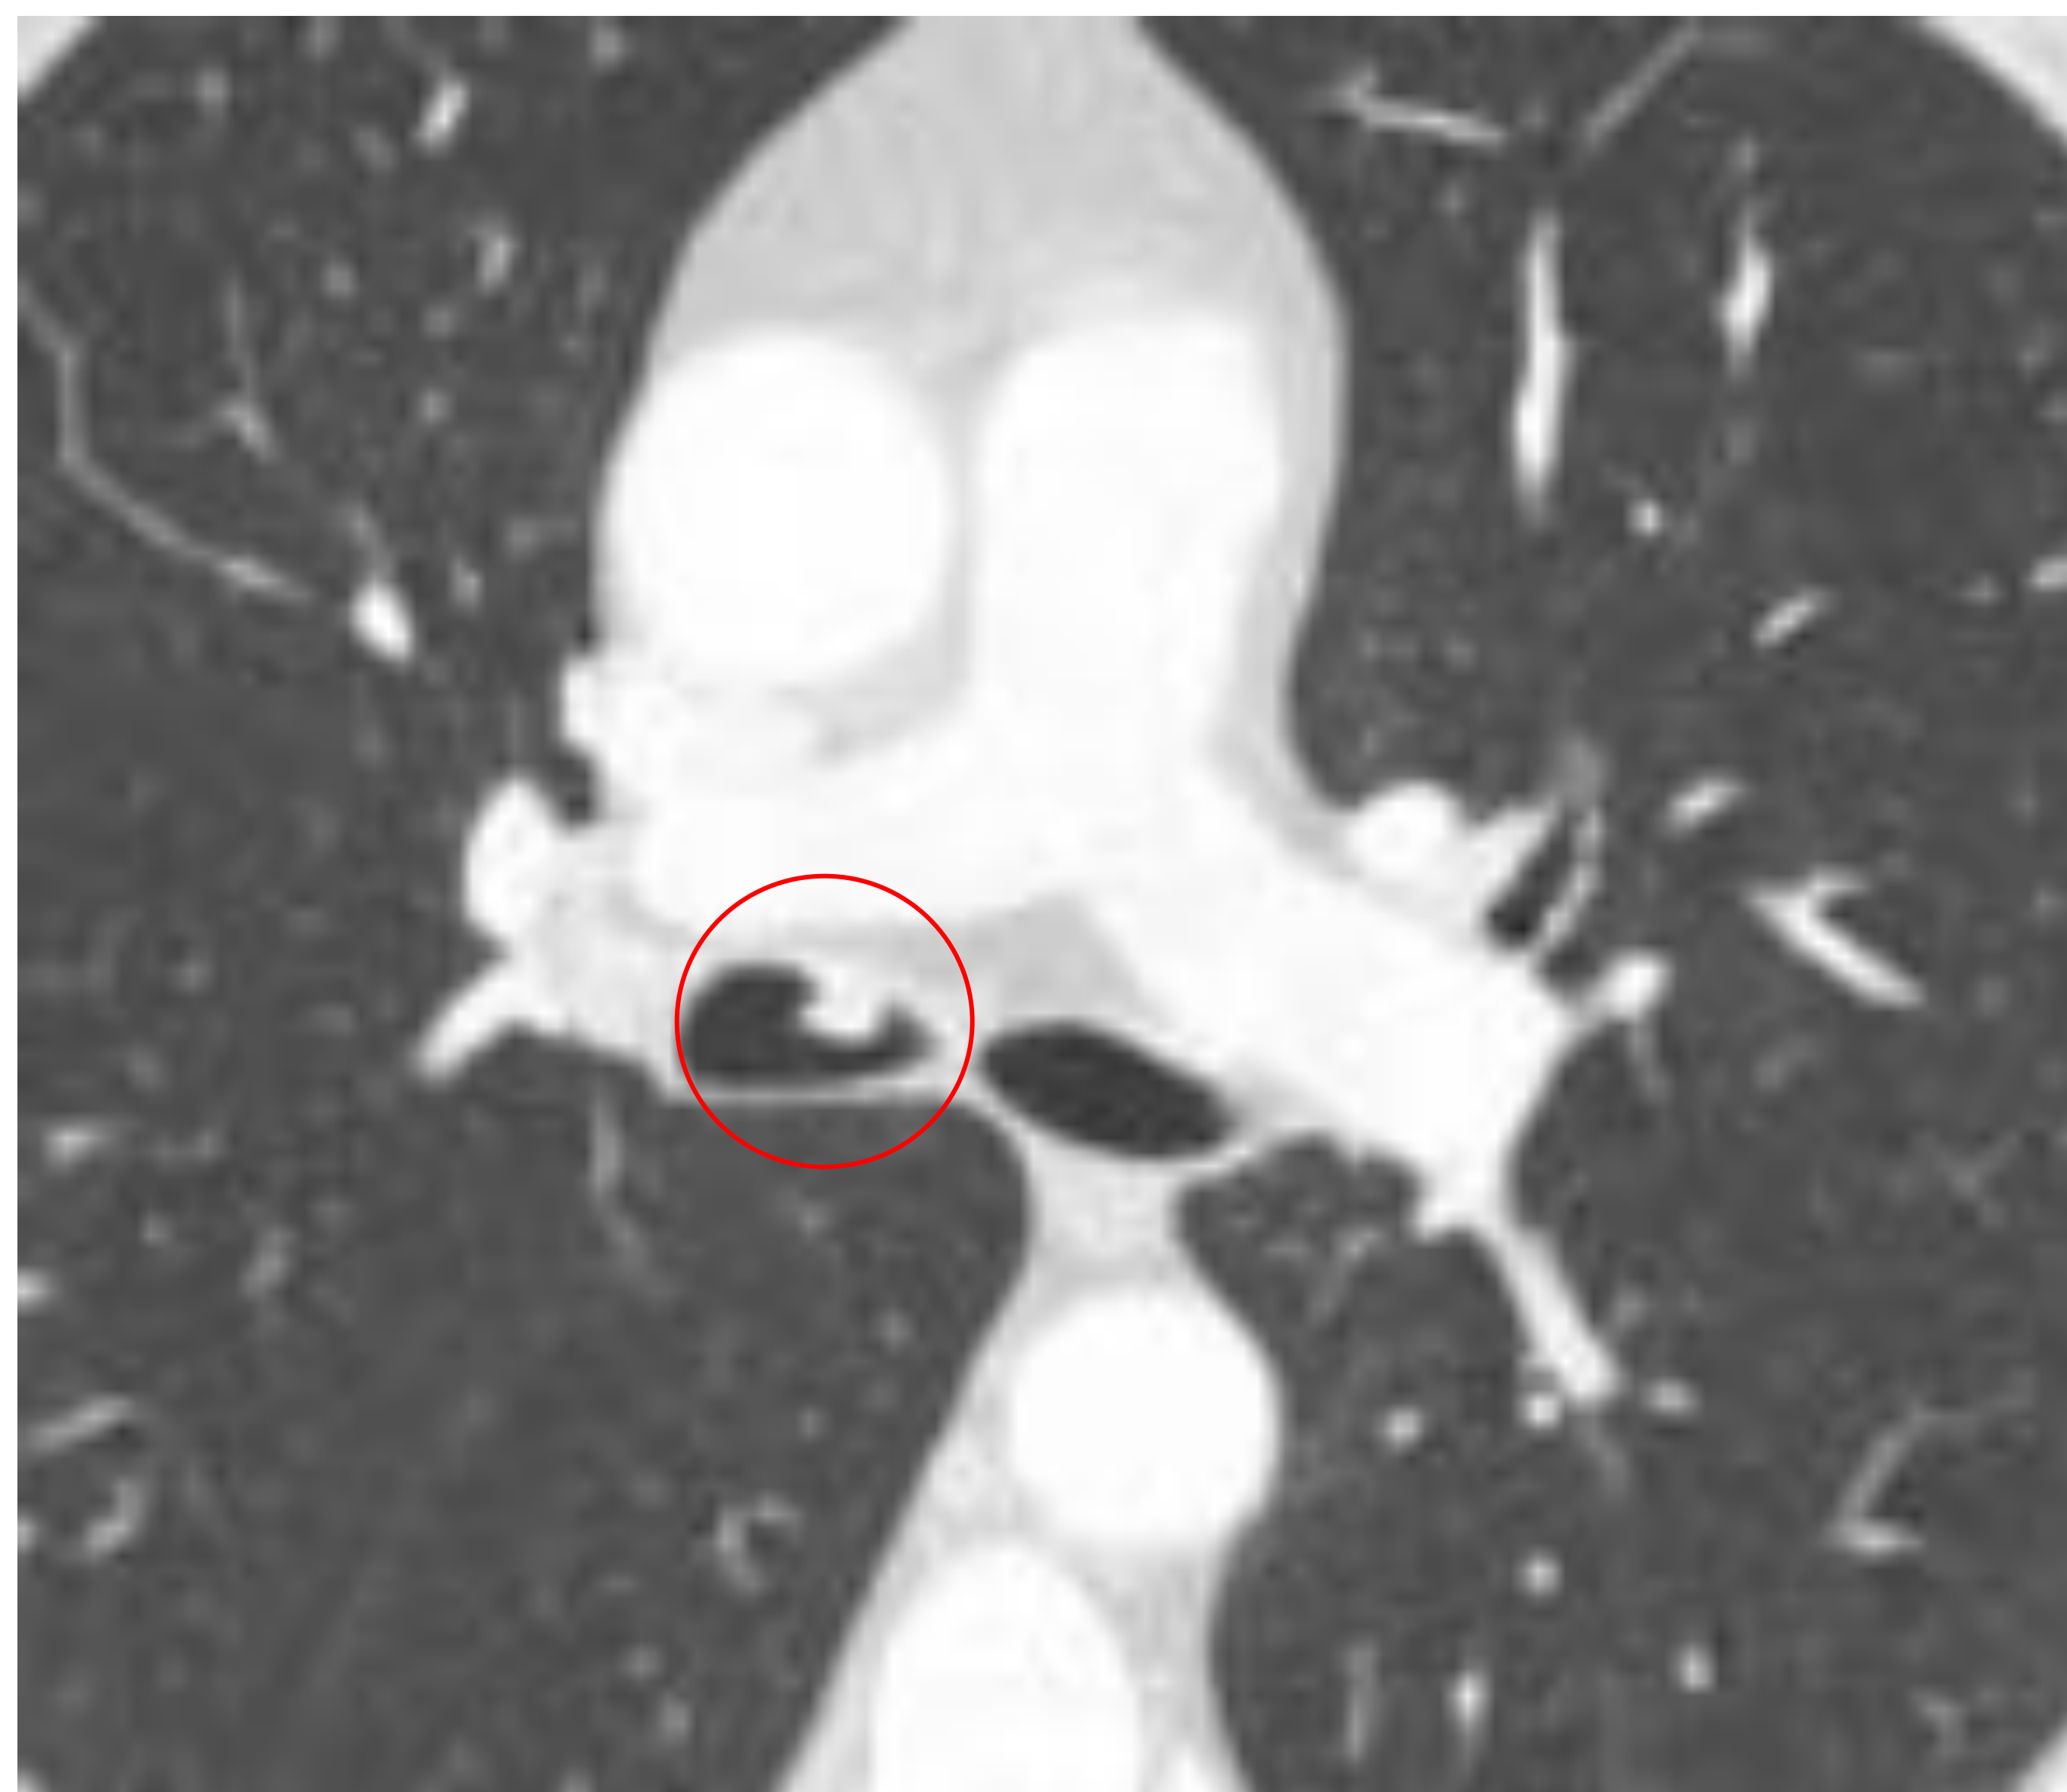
Plano axial de TC torácica con CIV y ventana de parénquima. Se aprecia un defecto de repleción (círculo) de aspecto polipoideo en la pared bronquial anterior derecha, en región antideclive y sin contenido aéreo sugestivo de mucosidad. Ante este hallazgo habría que descartar una posible tumoración endobronquial.
